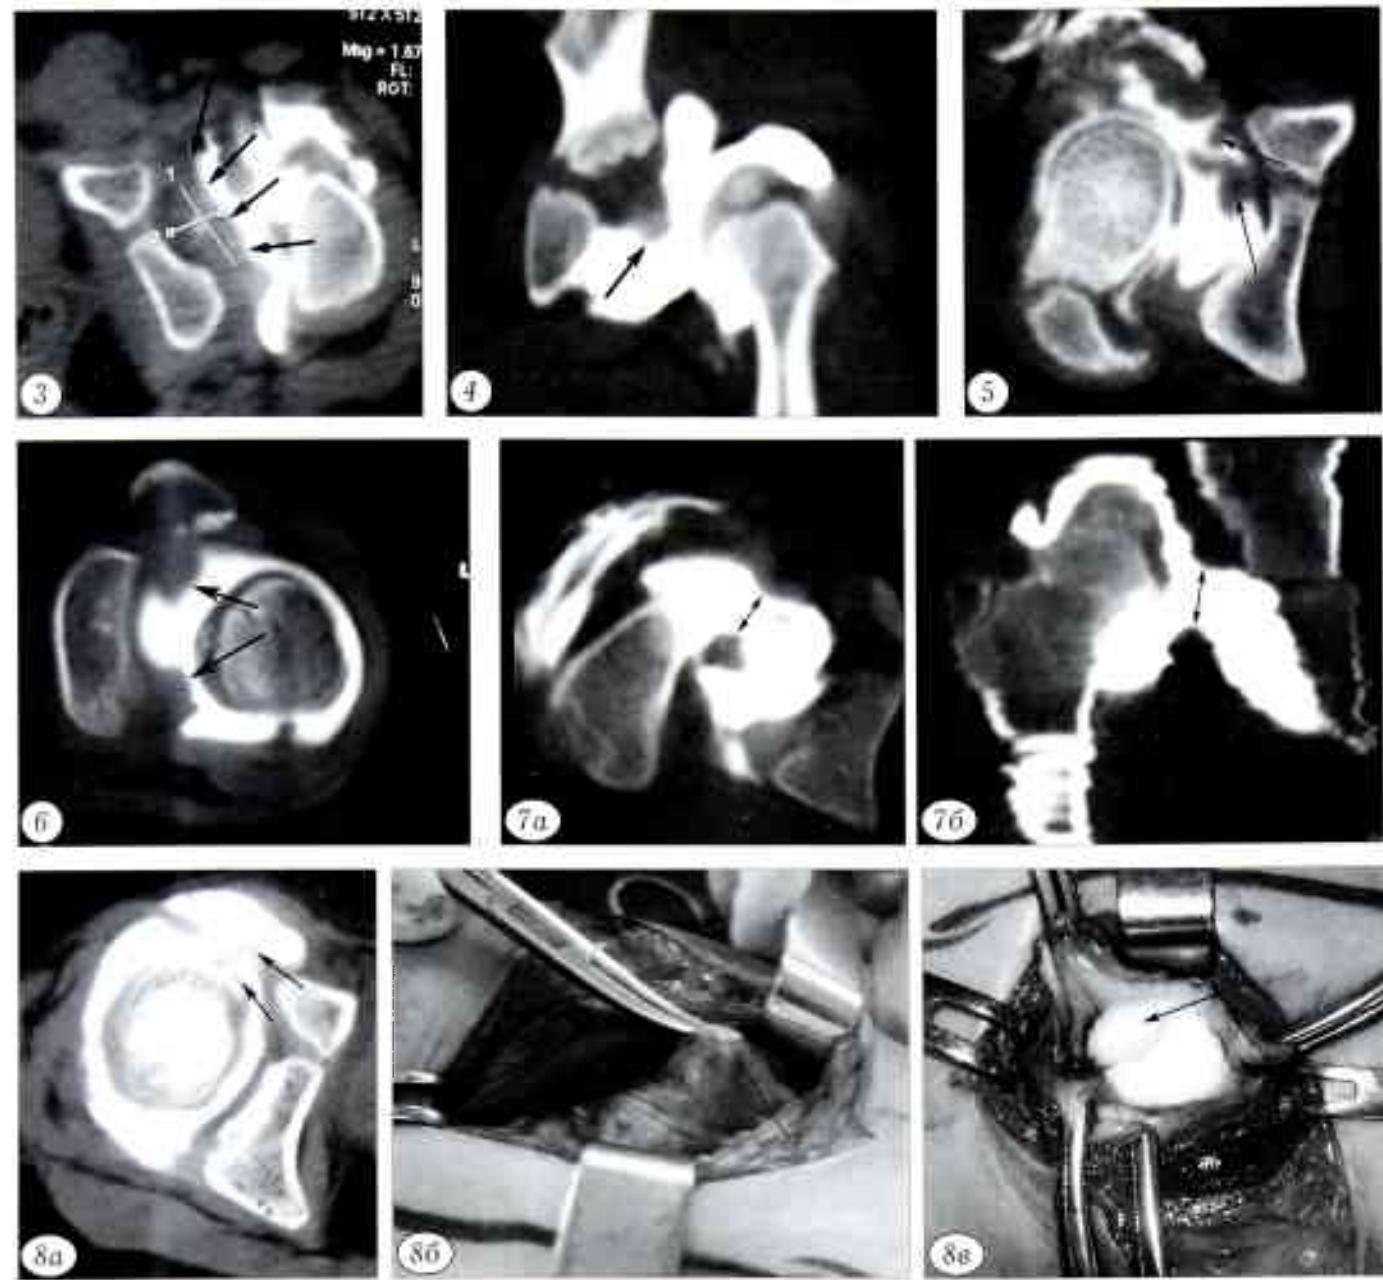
Больной Б. 2 лет. Брошенный вывих левого бедра. КТ с контрастированием сустава: полость впадины не заполняется контрастным веществом из-за наличия в ней рубцовых тканей (стрелки).
